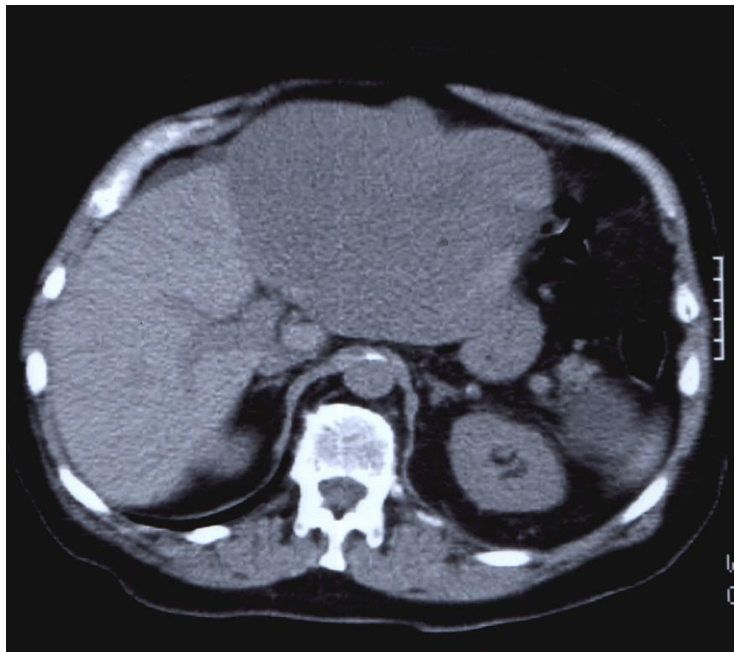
TAC: metástasis única metacrónica (3 años) de carcinoma adenoide quístico de submaxilar
